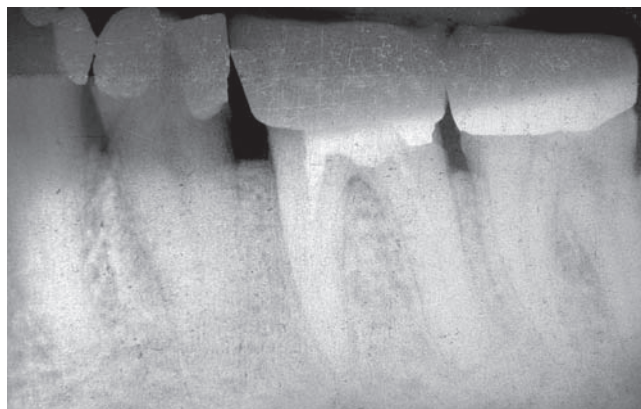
Verlaufskontrolle ein Jahr nach Anwendung der Depot-Phorese mit röntgenologisch vollständiger knochendichter Ausheilung
